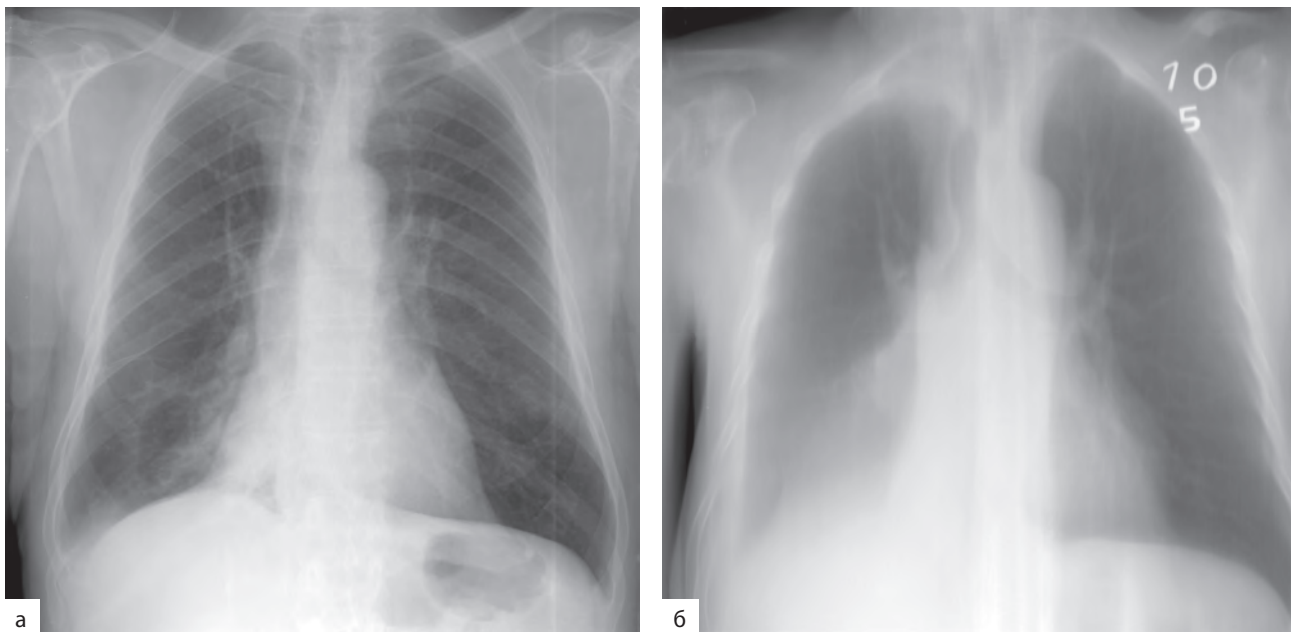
Линейная томография. Обзорная рентгенограмма (а) и линейная томограмма (б) в прямой проекции. Ателектаз нижней доли правого легкого. При томографическом исследовании отчетливо видна культя промежуточного бронха в результате обтурации его новообразованием
